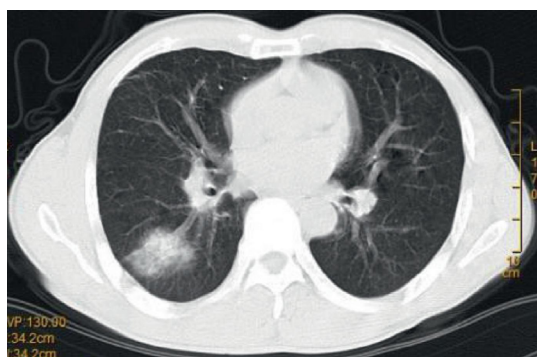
左图: MP儿童胸部CT图像; 右图: MP儿童的X线影像。
